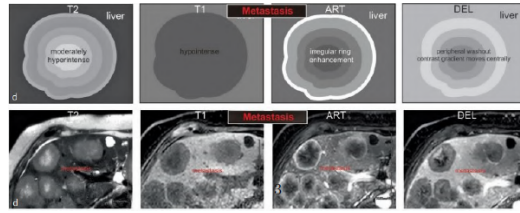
exemple de image MRI de métastases [30]
